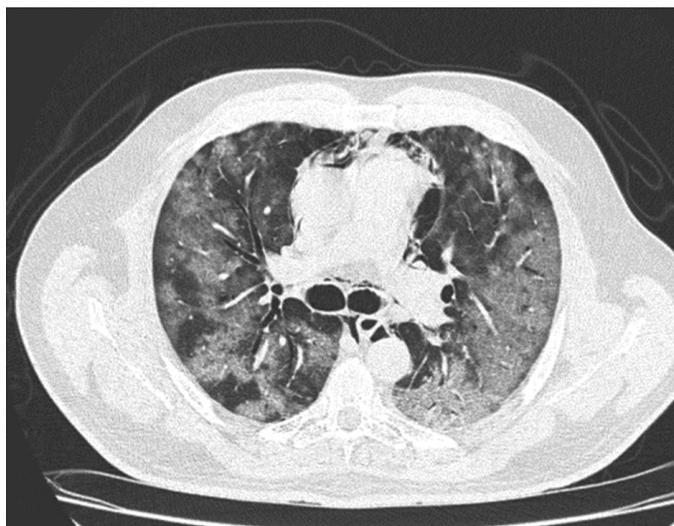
Angio-TC de tórax.
